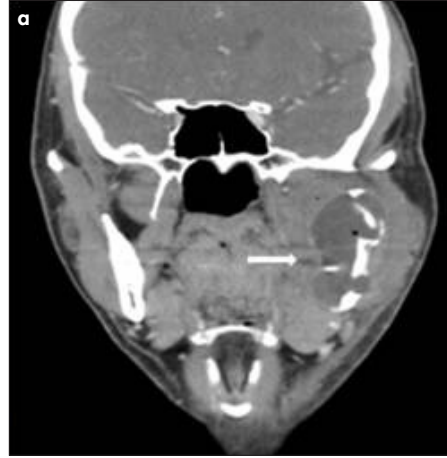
Dentijiröz kist. Aksiyel plandaki BT kesitinde sol angulus mandibulariste uniloküle, iyi sınırlı, kemikte ekspansiyon ve kortikal incelmeye neden olan kistik lezyon
